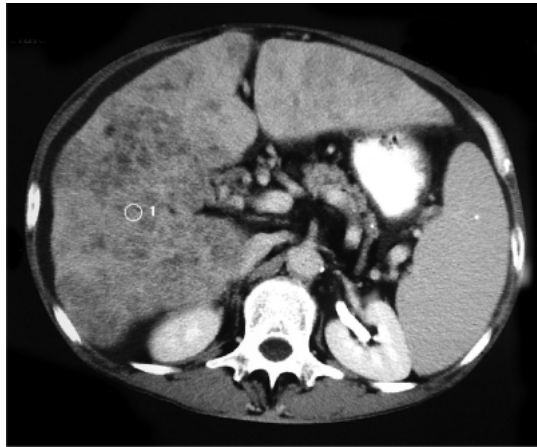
Carcinoma hepatocelular. Tomografia computadorizada mostrando diversos nódulos ocupando quase toda a área hepática.
